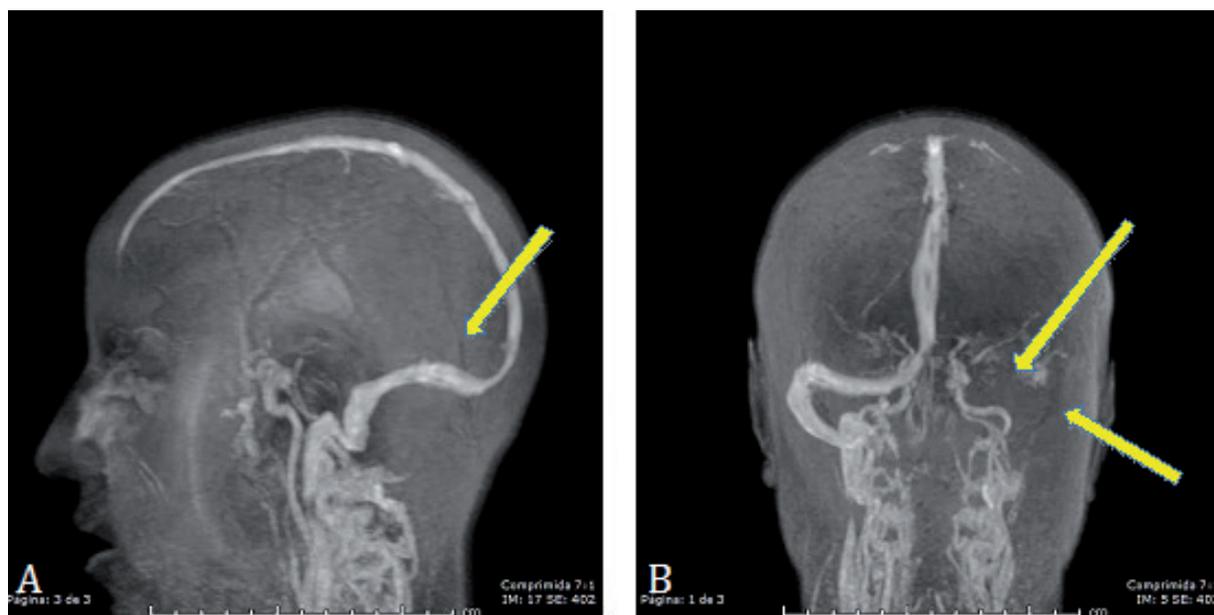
Venografía por angioresonancia con extensa trombosis del sistema venoso profundo, seno recto (A) y del seno transverso, sigmoideo y yugular interna izquierdos (B).
